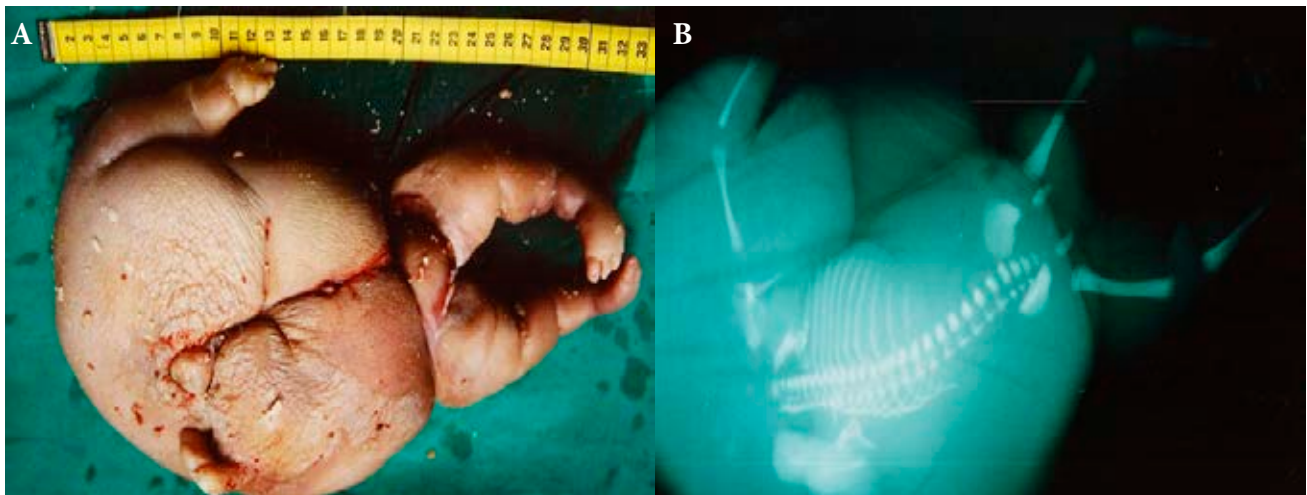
A. Apariencia macroscópica del feto acárdico, en el que se observa, ausencia de polo cefálico, tórax y abdomen deformes, miembro superior izquierdo con esbozo de 4 dedos y miembro superior derecho rudimentario. Miembros inferiores en varo. B. Radiografía simple del feto acárdico en el que se observa ausencia de cráneo y miembros superiores incompletos.
